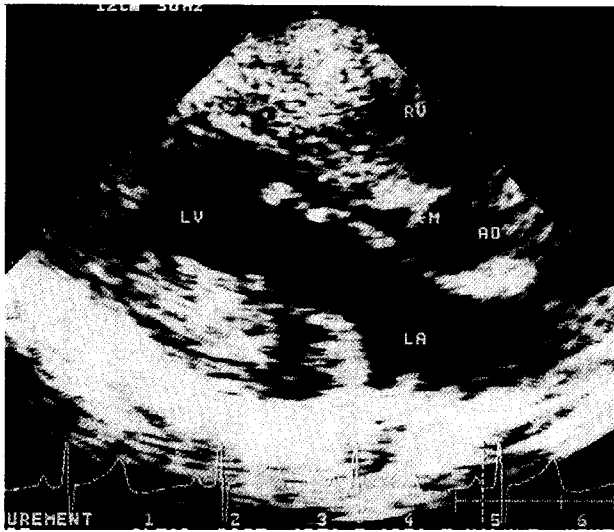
(Case 1.) Preoperative echocardiogram (Parasternal long axis view) showing that the subaortic membrane (<-M)
